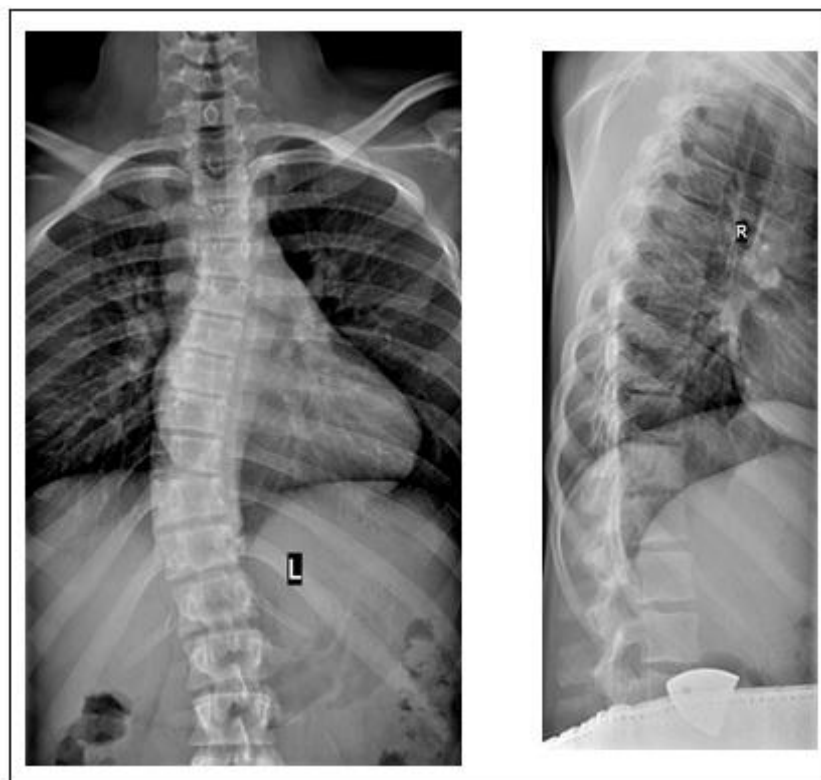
Пример: Рентгенография грудного отдела позвоночника в двух проекциях. Признаки перегрузки грудного отдела позвоночника на фоне провостороннего грудного сколиоза осанки
